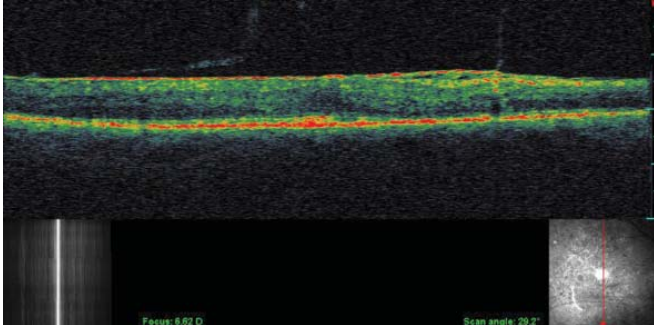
Diyabetik hastalarda meydana gelen epiretinal membranlar birçok noktada retina yapışabilirler. Bu b-scan optik kohorens tomografi tetkikinde mevcut membranın retina kısmen ön-arka ekseninde çekerek vitreomaküler traksiyon oluşumuna neden olduğu görülüyor.
